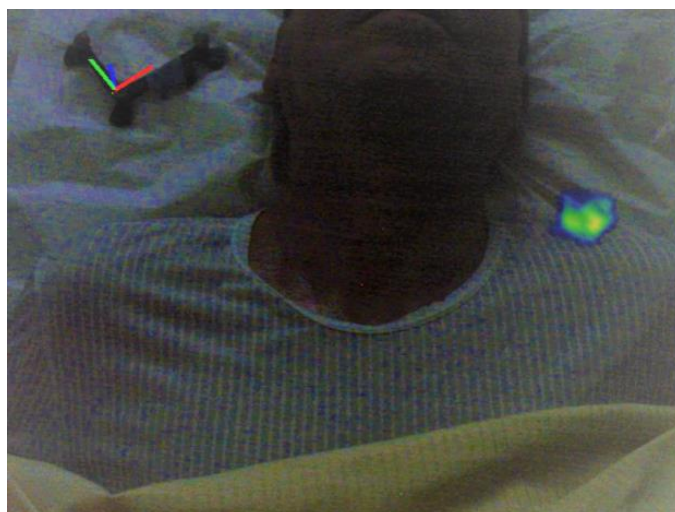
Réalité augmentée du fhSPECT/US patient #8 : projette l'activité en dehors du patient.
